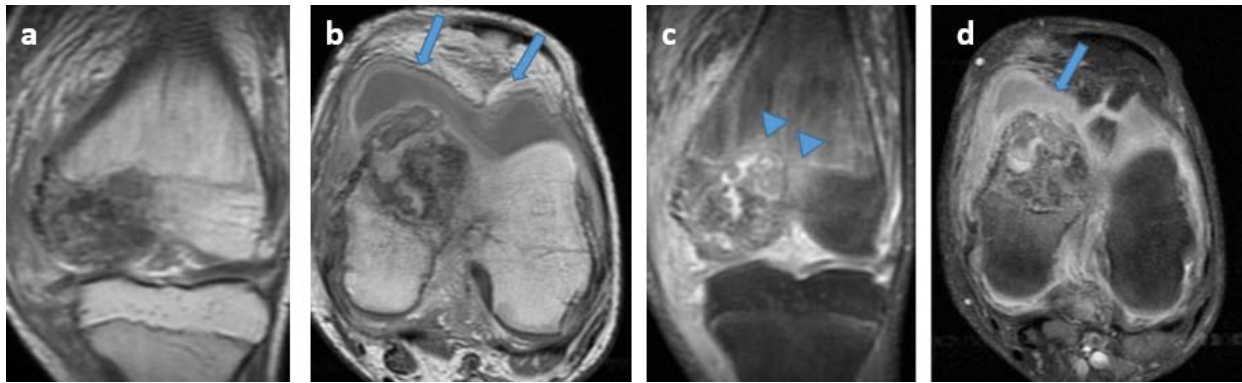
IRM du genou en pondération T1 coronale (a) et axiale (b), en pondération T2 FATSAT coronale (c) et axiale (d): Chondroblastome. Lésion excentrée et lobulée de l'épiphyse distale du fémur en hyposignal T1 et en signal hétérogène hypointense en T2 en rapport avec un chondroblastome bénin. Noter l'œdème péri lésionnel et l'épanchement articulaire (flèches).
